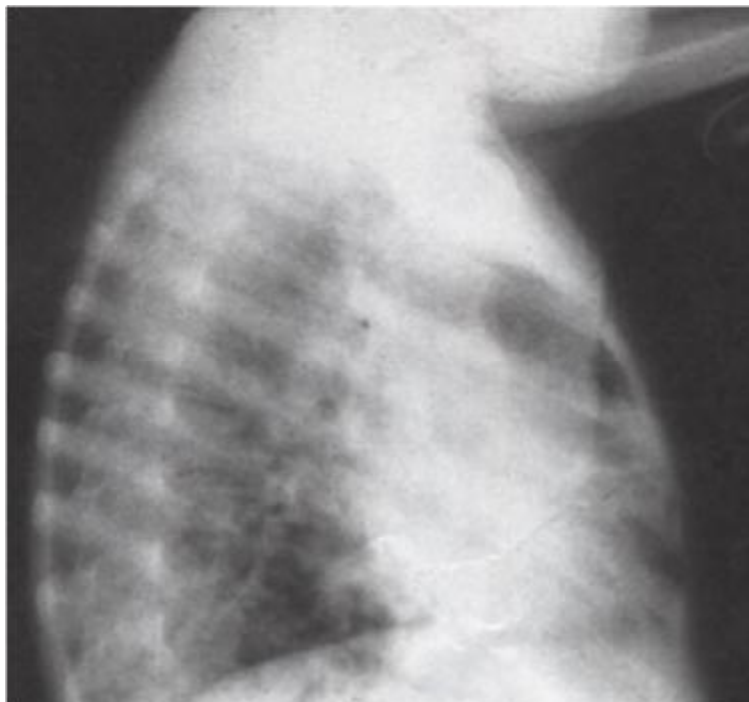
Radiographie thoracique de profil chez le même patient. On remarque la cyphose dorsale
